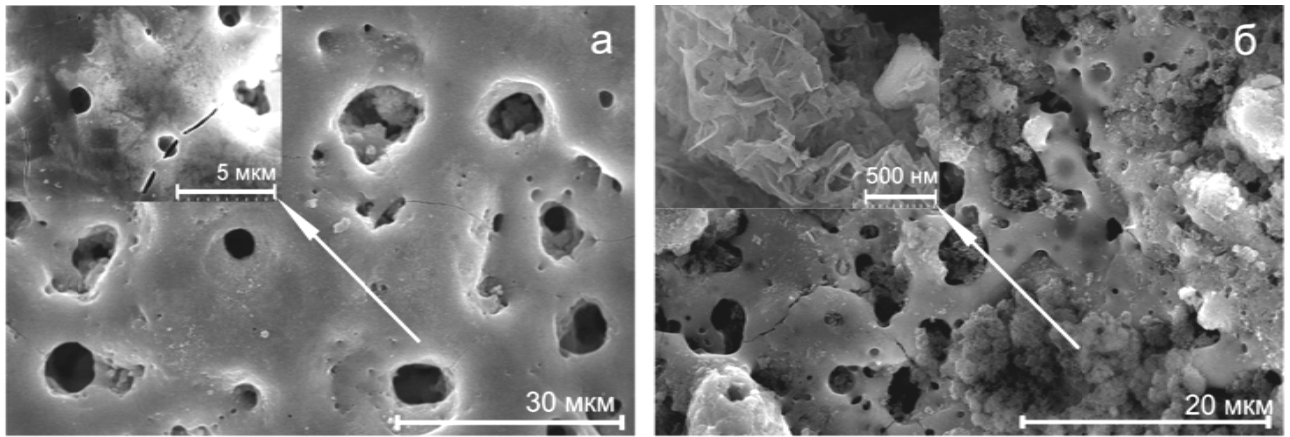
СЭМ-изображения поверхности образца крупнокристаллического титана BT1-0 с покрытием до (а) и после (б) выдержки в SBF-растворе в течение 30 сут. Вставками иллюстрируется наноразмерная субструктура изучаемой поверхности
